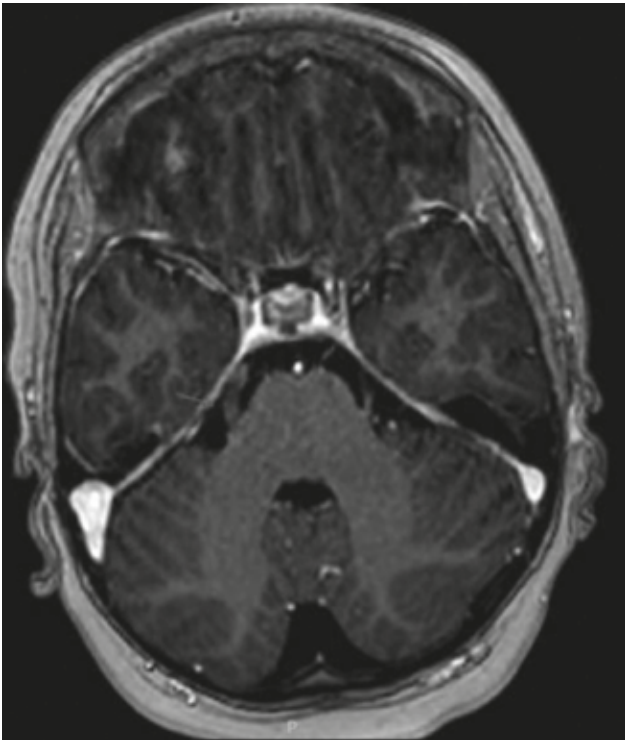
Corte axial RMN cerebral. Engrosamiento y realce asimétrico del nervio trigémino derecho adyacente, por posible infiltración tumoral.
